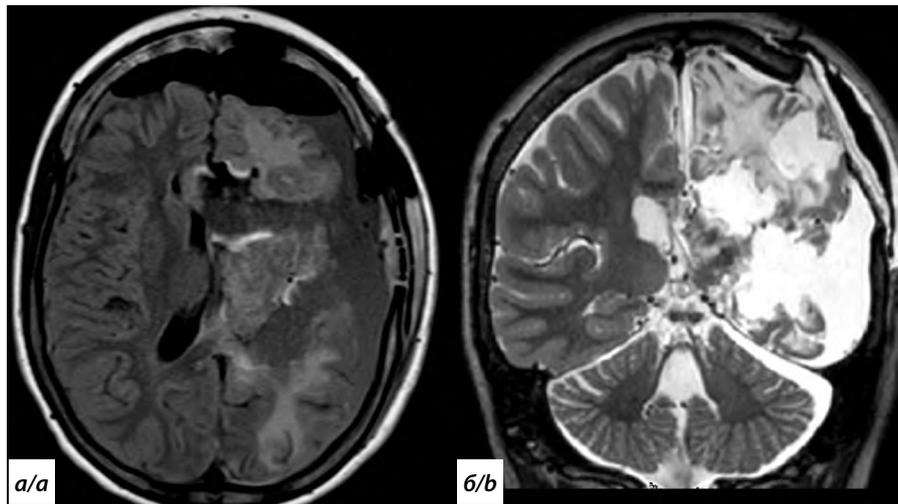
Результаты МРТ после проведения ТПФГ.
